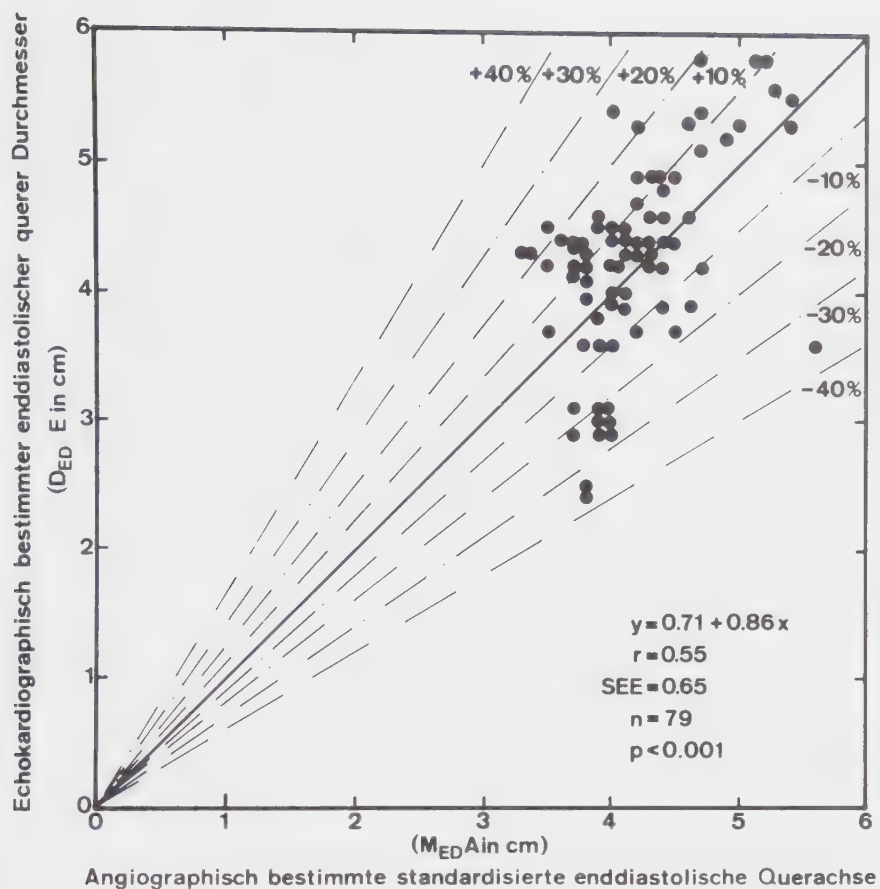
Vergleich des enddiastolischen, echokardiographischen Durchmessers (D_{ED}) mit der enddiastolischen, standardisierten angiokardiographischen Querachse M_{EDA} .
